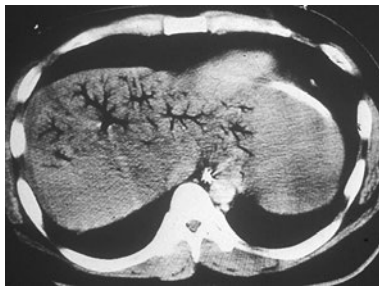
上腸間膜動脈血栓症による小腸壊死に合併した *C. butyricum* を原因とする小腸ガス壊疽I (腹部CT所見)
